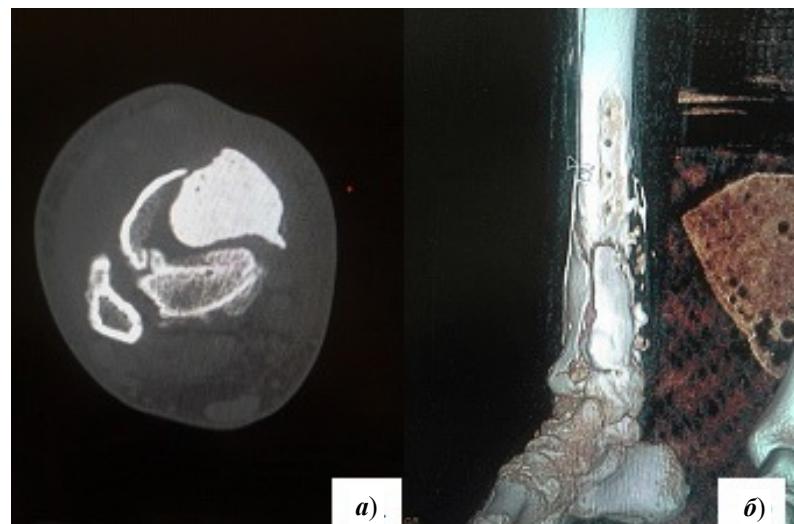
МСКТ правой голени перед II этапом лечения – осевой срез (а); МСКТ правой голени перед II этапом лечения – 3D-реконструкция (б)
